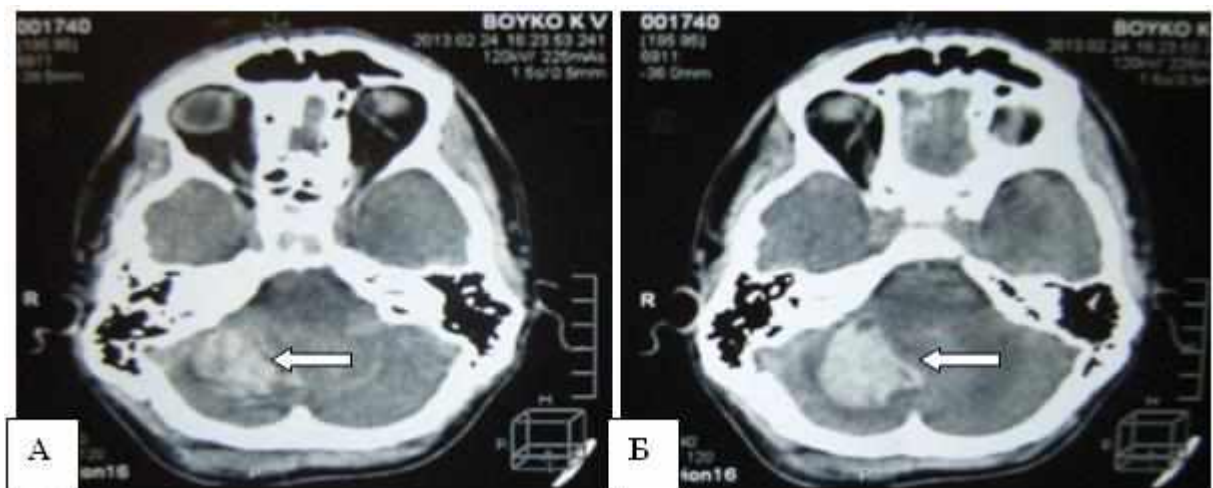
Спостереження №74. Хворий Б-о, 21 років, історія хвороби №2826. КТ (А, Б — аксіальна проекція) головного мозку хворого з внутрішньомозковою гематомою півкулі мозочка справа. Гематома показана стрілкою.
